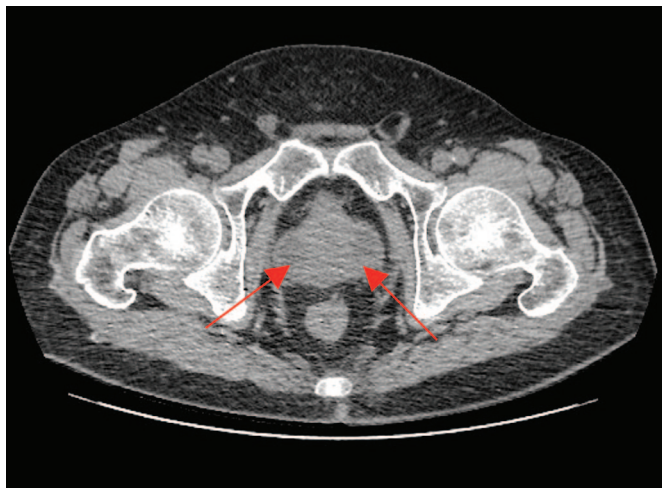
Нативная компьютерная томография почек и мочевыводящих путей (стрелки указывают на абсцессы в периферической зоне предстательной железы)
